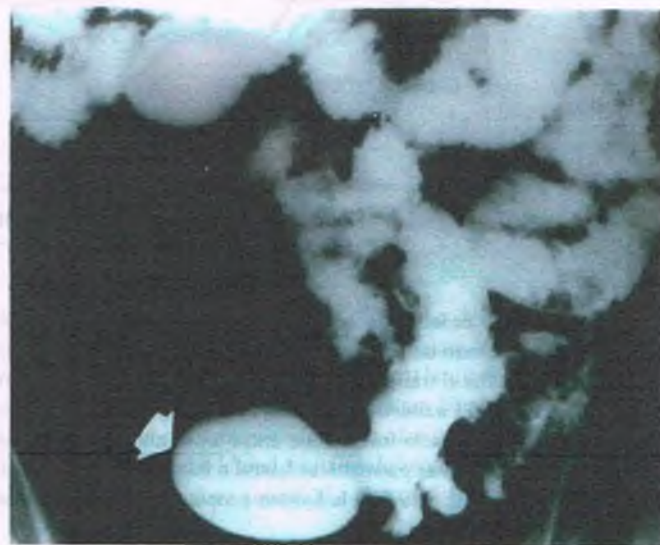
Divertículo de Meckel. Una radiografía del intestino delgado con medio de contraste muestra un divertículo lleno de bario en el ileon (flecha).
